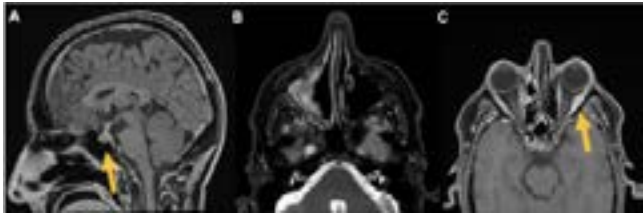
Ressonância magnética pós-imunoterapia demonstrando os seguintes achados: (A) hipófise de dimensões aumentadas, achado consistente com hipofisite; (B) redução do componente nodular com aumento do espessamento infiltrativo em seio maxilar e fossa nasal, compatível com resposta radiológica à neoadjuvância; (C) espessamento com realce em músculo reto lateral esquerdo, consistente com miosite focal.
